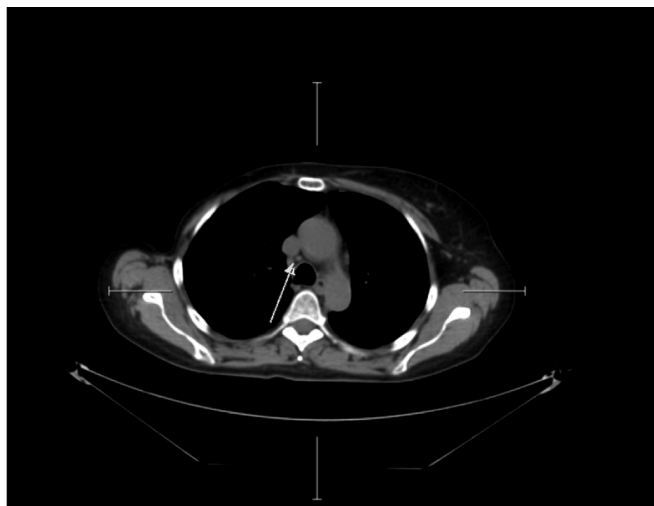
КТ органов грудной клетки от января 2022 г.
